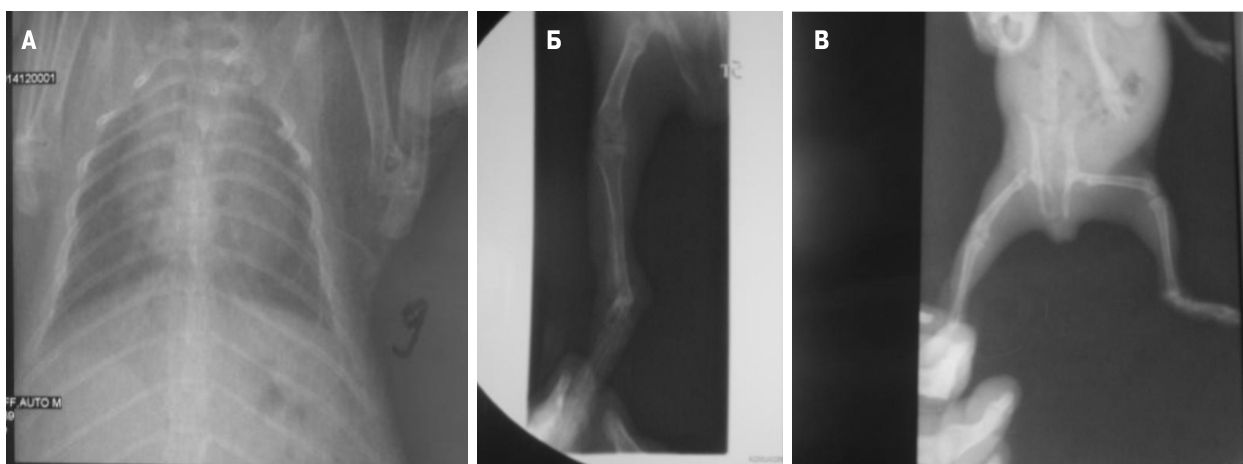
Рентгенограммы морской свинки №3 (контрольная группа)
